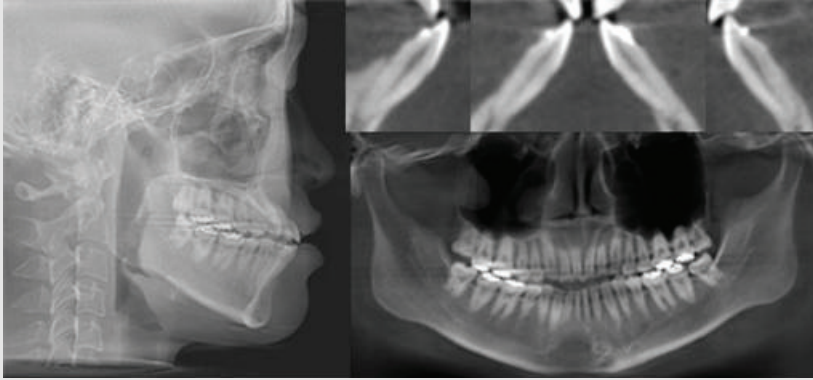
초진 시 환자의 측모두부계측방사선 사진과 하악전치부의 CBCT 단면 영상 및 파노라마 방사선사진
